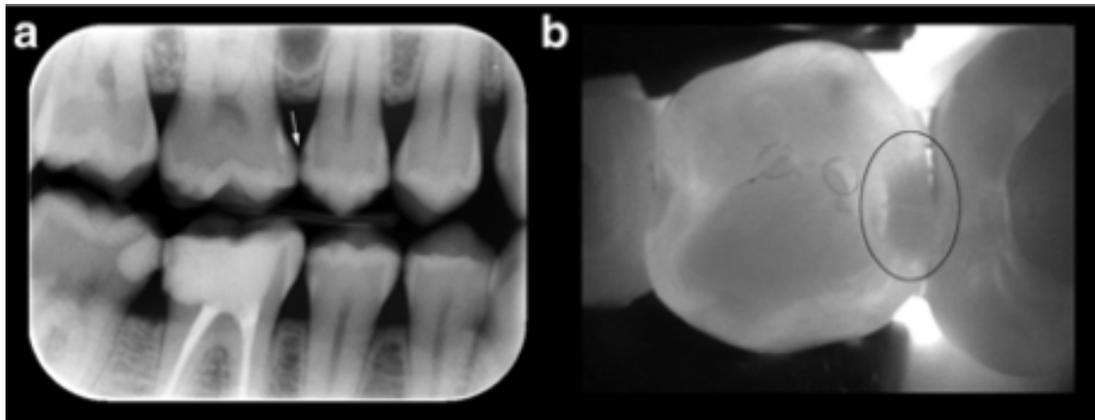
A) PSP- Bitewing Radiograph caries interproximal en el segundo premolar y primer molar.
